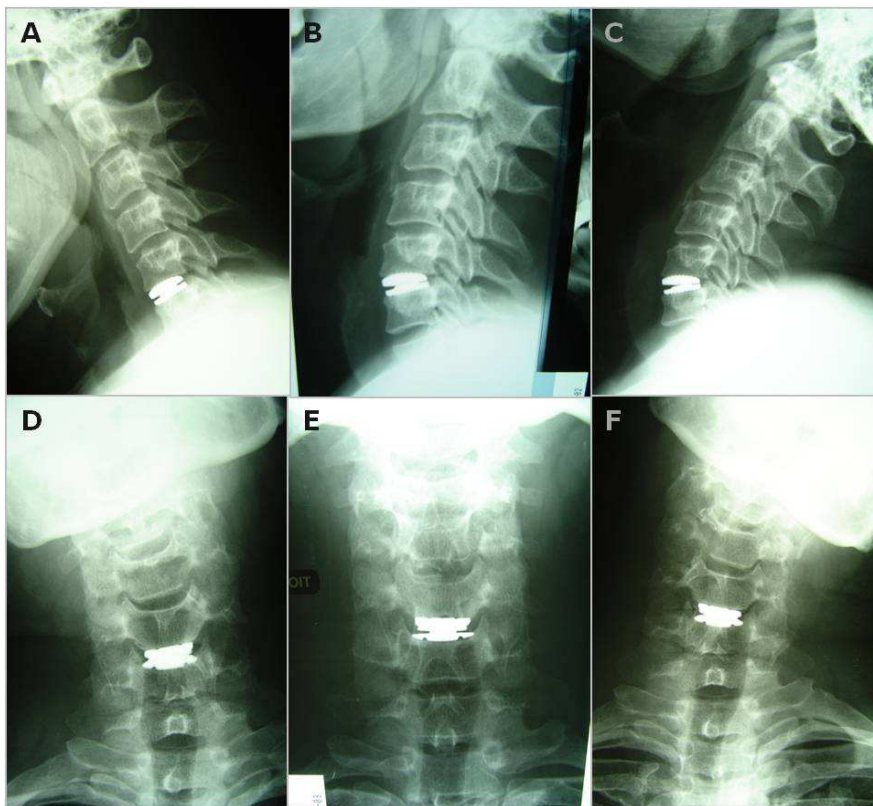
Arthroplastie cervicale C5-C6. Radiographies neutres (B et E) et dynamiques mettant en évidence la mobilité segmentaire *In Vivo* en flexion-extension (A et C) et en inclinaison latérale droite (D) et gauche (F) 6 mois après l'intervention chirurgicale
